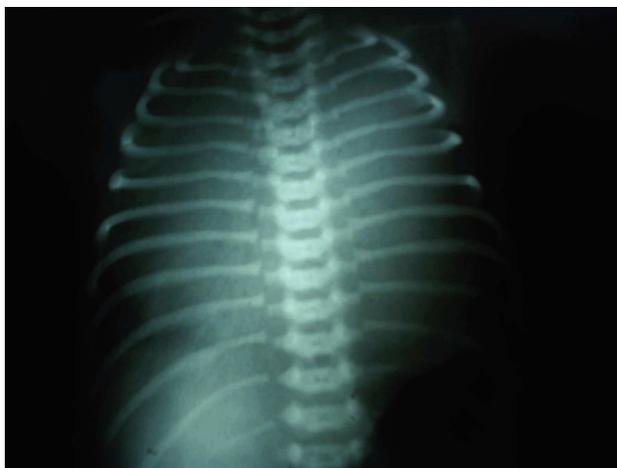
Radiografía de tórax que muestra cardiomegalia grado IV.
